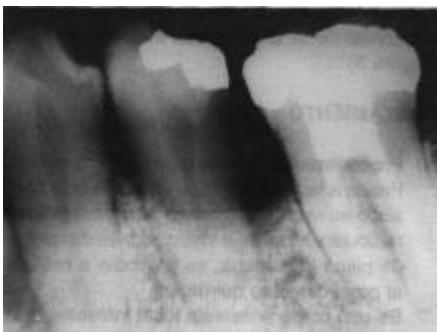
Radiografía inicial zona radiolúcida en mesial de la primera premolar
